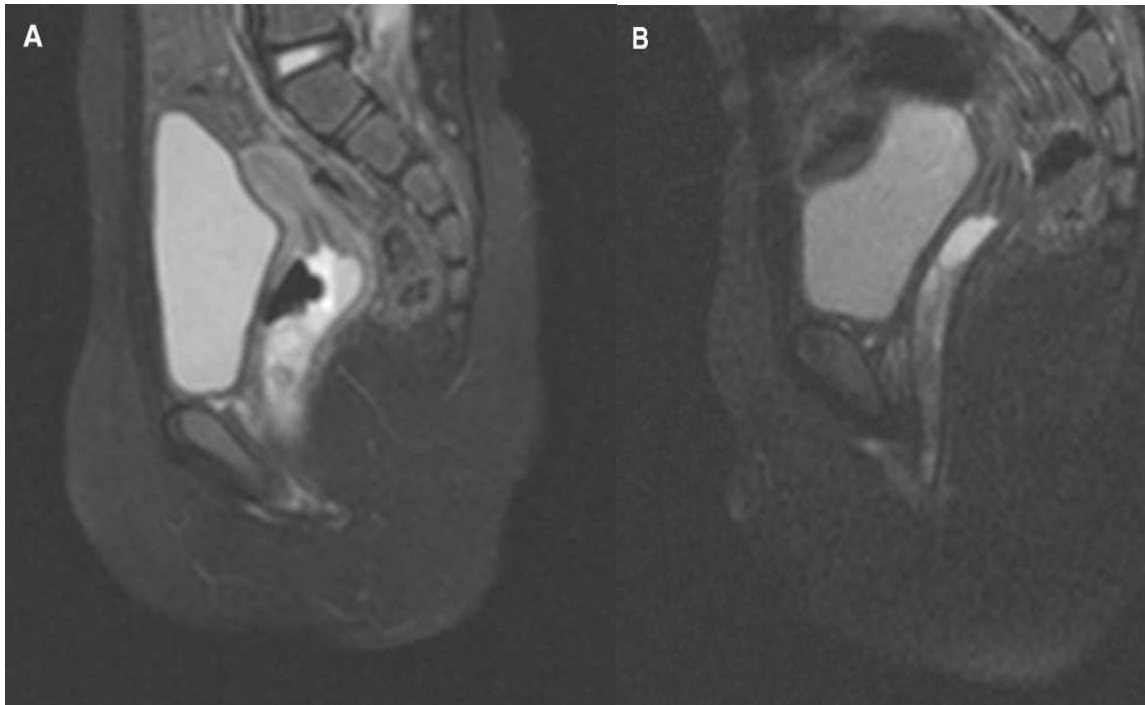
(A) IRM montrant la tumeur dans le vagin, peut-être impliquant le col.
